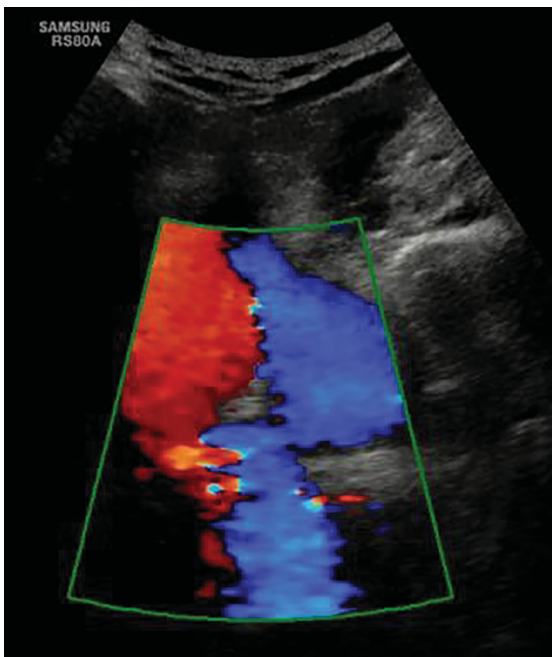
Эхокардиографическое исследование, конвексный датчик. Супрастернальный доступ. Дуга аорты.
